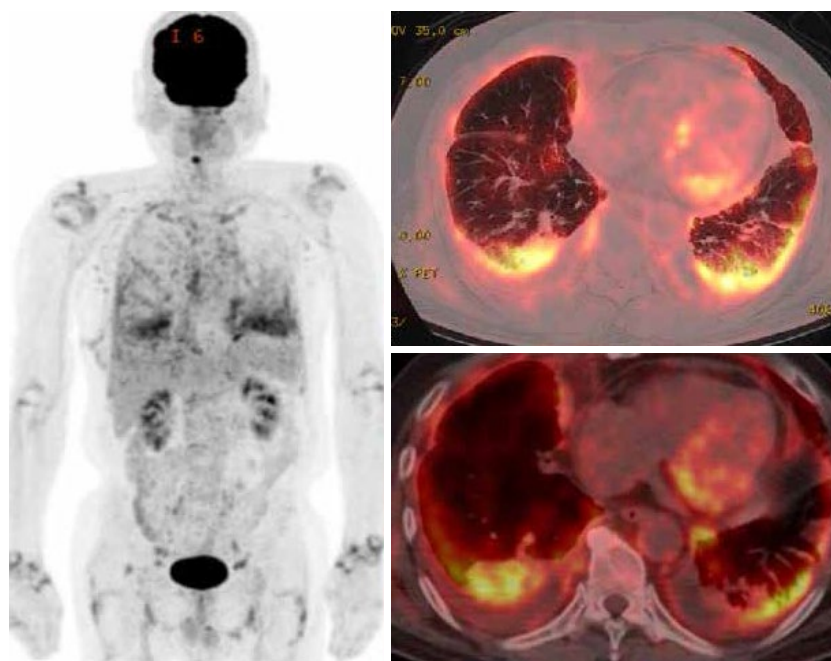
FDG-PET所見. 両側胸膜にびまん性肥厚, 中等度集積を認める. 胸膜以外にFDGの明らかな異常集積は認めなかった.
